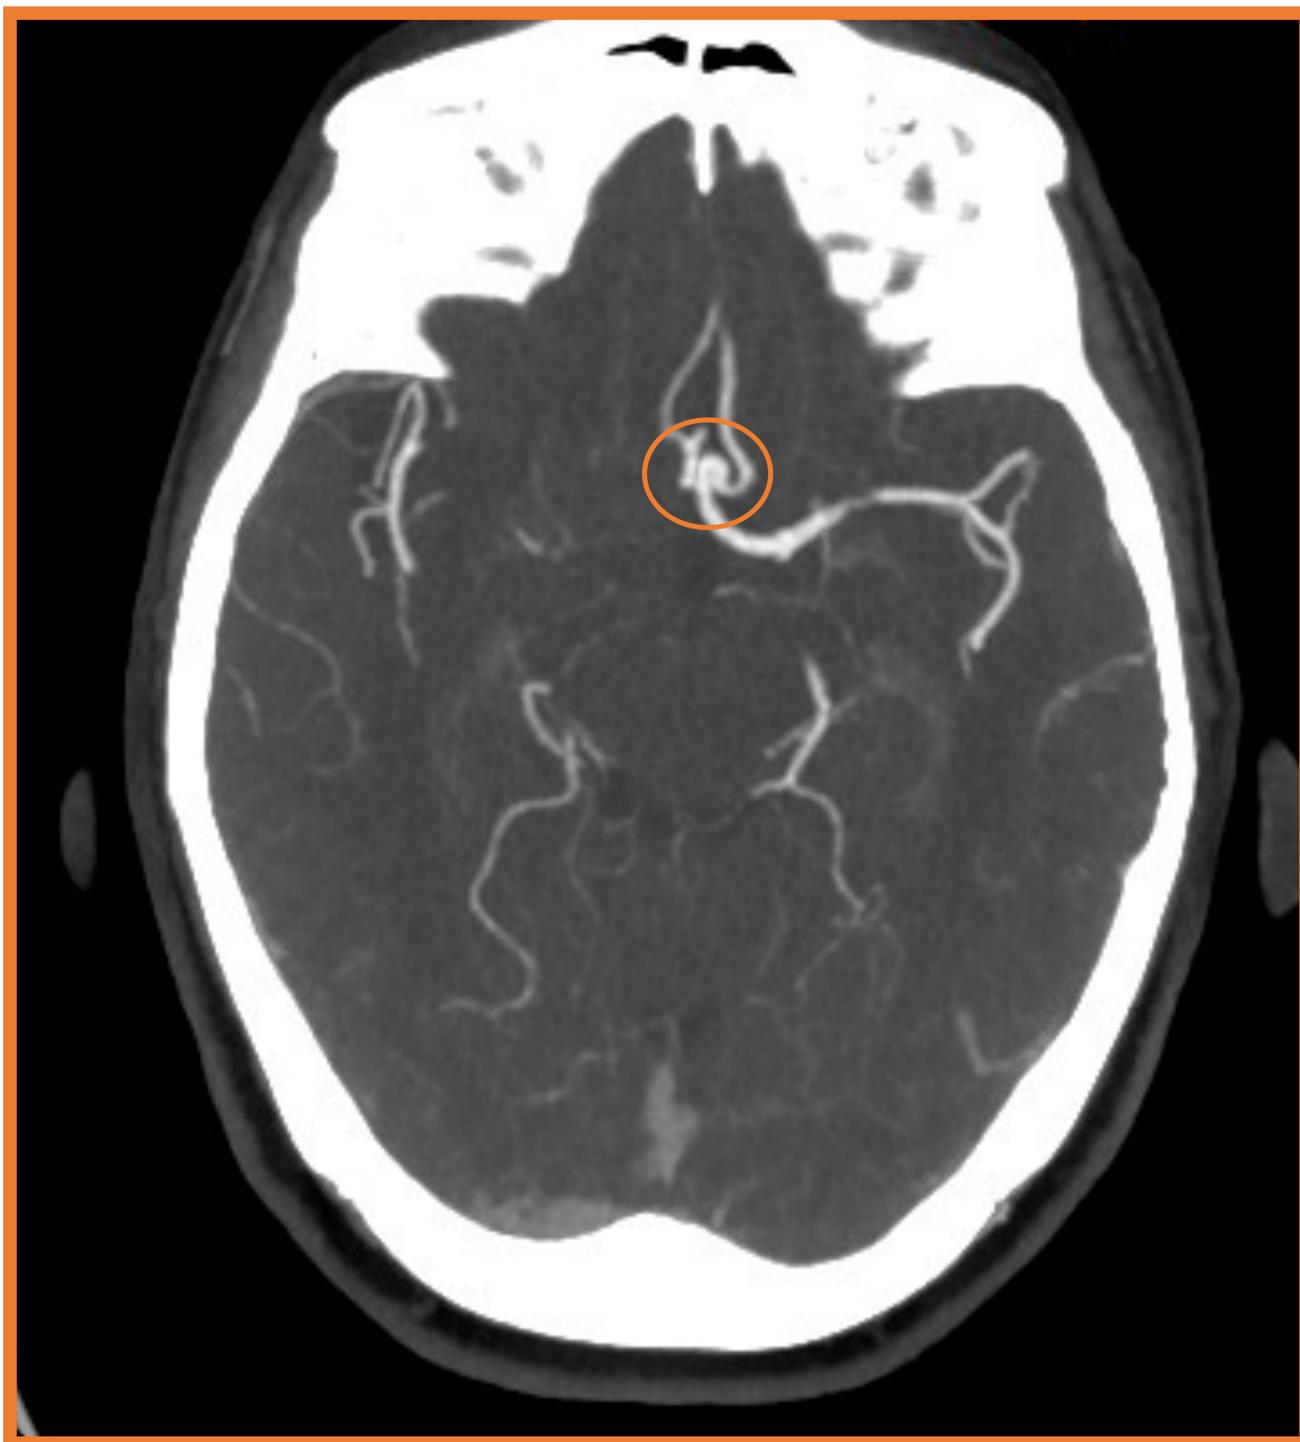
Paciente mujer de 70 años que acude al servicio de Urgencias Hospitalario por pérdida de consciencia y antecedentes de varios síncofes. Se realiza TC de Cráneo y Angio-TC de Cráneo donde se visualiza imagen sacular dependiente de arteria comunicante anterior izquierda en relación con aneurisma (círculo naranja).
